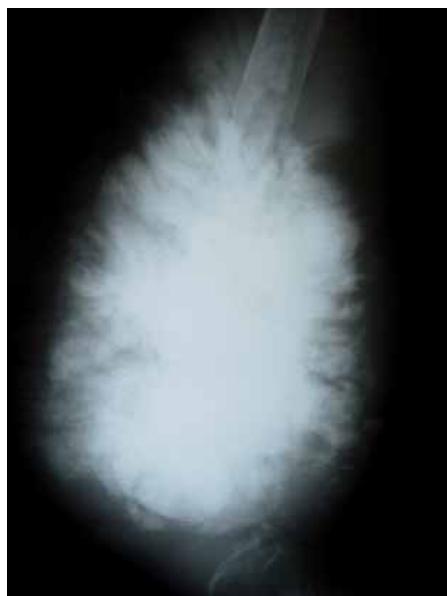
Radiografía convencional del caso de la figura 3.
